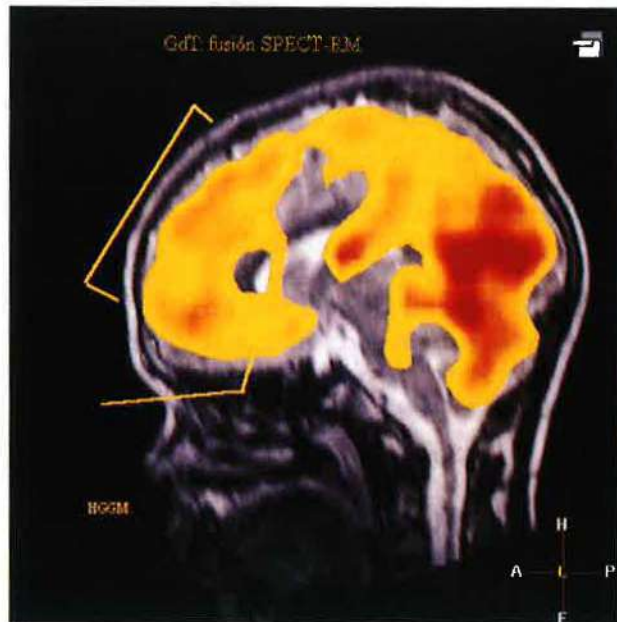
Corte sagital de una fusión en color en un paciente GdT sin tratamiento. El SPECT cerebral de perfusión muestra una discreta hipoperfusión a nivel frontal (flechas). Con la RM se localiza en corteza orbitofrontal y frontal medial anterior.
